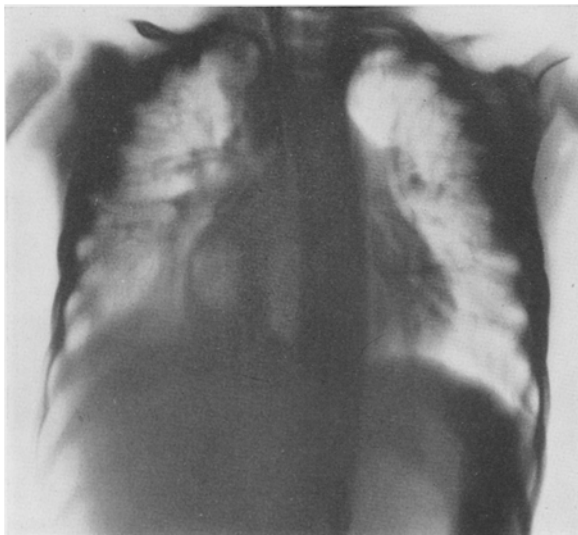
Tomographie, Mittelschicht (Text s. S. 168).
